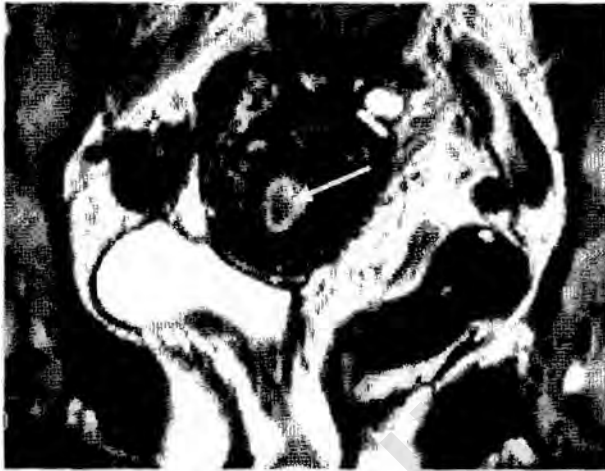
МРТ. T2-взвешенное изображение в коронарной плоскости однорогой матки справа с рудиментарным функционирующим рогом слева (стрелка).
